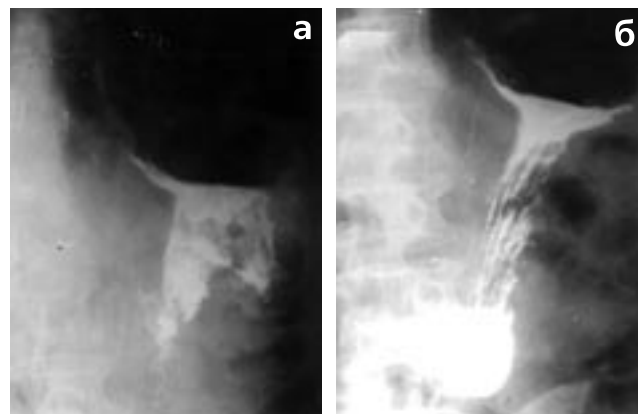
Рентгенограммы желудка больного С., 49 лет, с диагнозом рак тела желудка. А – до лечения. Б – после лечения
